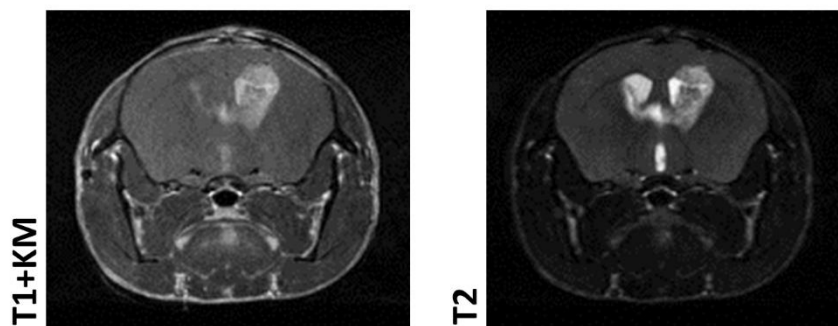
Exemplarische MRT-Schnittbilder peritumorale Blutung und Ausschlusstier.
